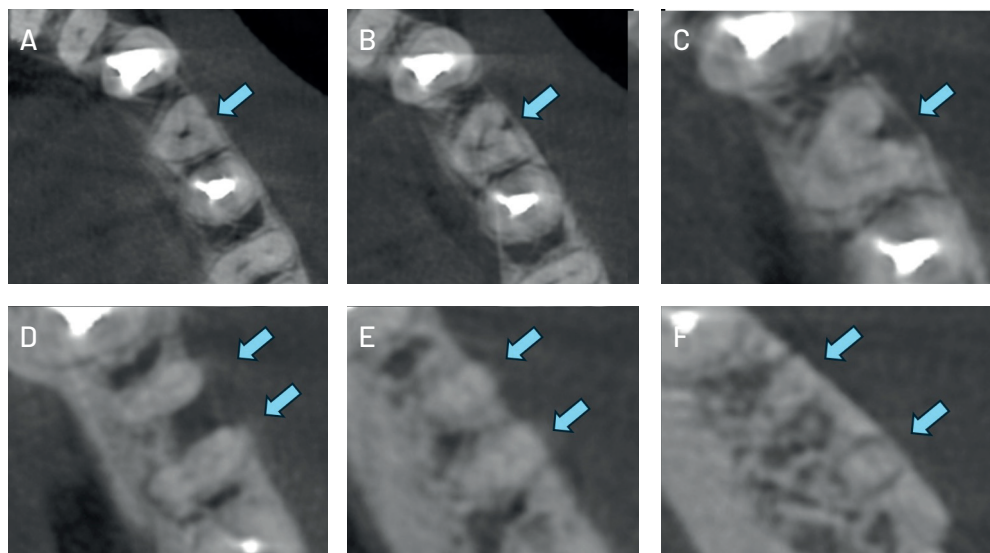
Corte axial con tomografía computarizada de haz cónico (CBCT). A,B,C) Avance de cortes en tercio coronal - Una raíz. D) Bifurcación de raíz en mesial y distal a nivel del tercio medio de la pieza. En la raíz distal, un conducto obliterado se divide en vestibular y lingual. E,F) confluencia de conductos a nivel apical (conducto recurrente).
